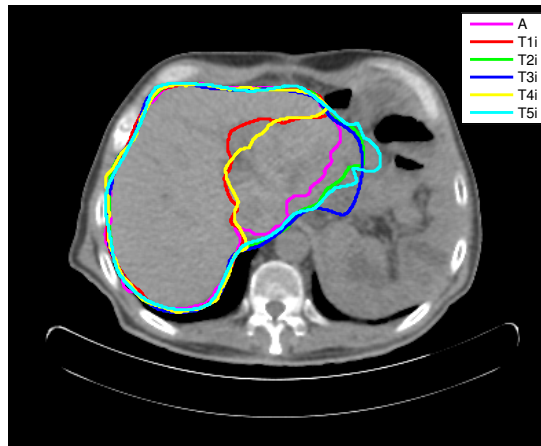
Ilustração do pior caso de distância média na segmentação de TAC. Este resultado deve-se à comparação $A - T4i$. A região de similaridade tem como valor 0,849, apresenta um distância média de 9,78 pixels e um erro máximo de 62,4 pixels.
